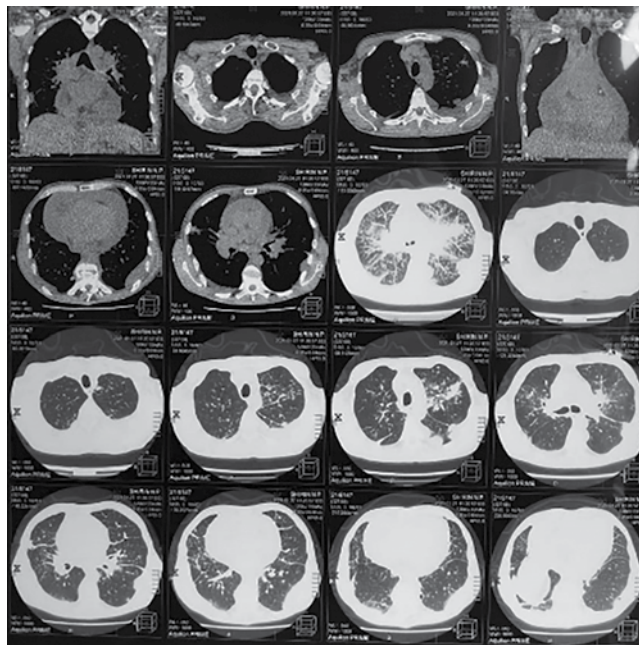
Пациент Ш. КТ ОГК от 27.01.2021 г.
